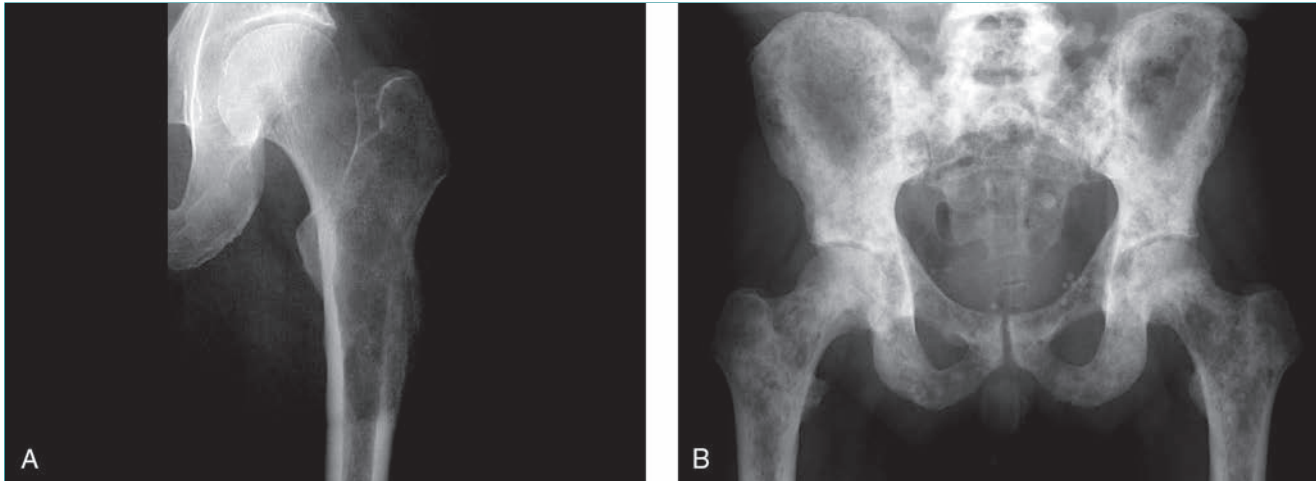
Metástasis osteolítica y osteoblástica. A, Las metástasis de un cáncer de pulmón son en general puramente osteolíticas, como se aprecia en esta radiografía anteroposterior de la cadera izquierda. Obsérvese la lesión en el fémur izquierdo que destruye la cortical externa. B, Las metástasis del cáncer de próstata son osteoblásticas; pueden apreciarse en la pelvis, la columna y ambos fémures en su porción proximal en esta radiografía anteroposterior de pelvis.
